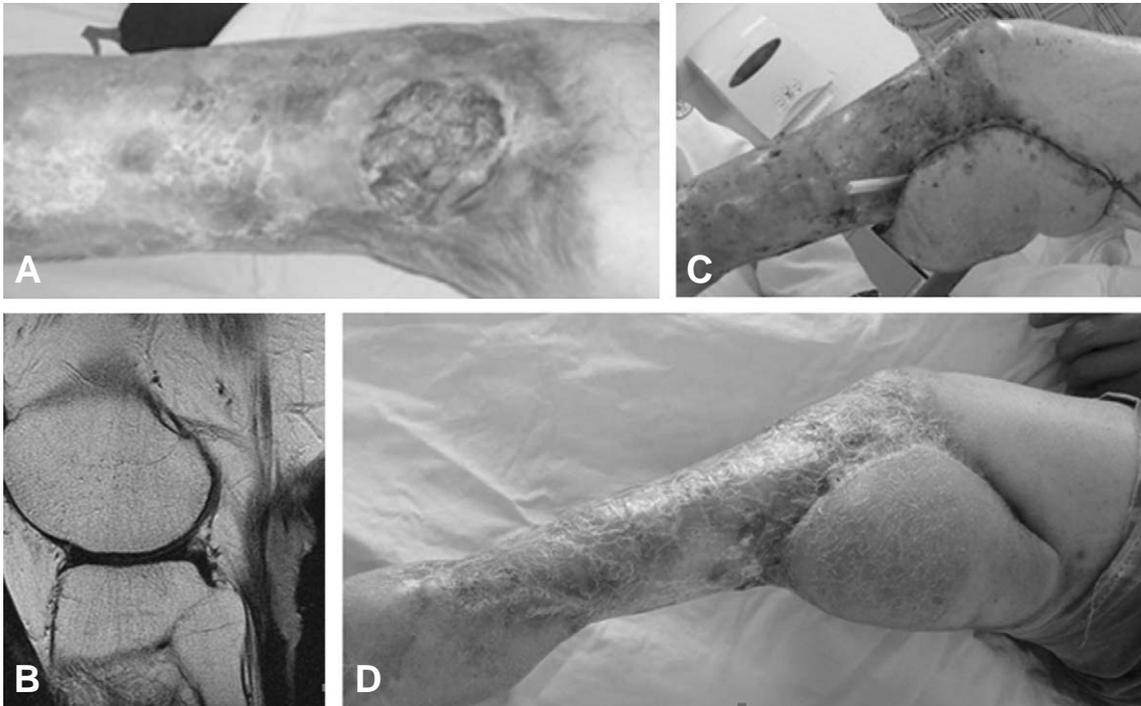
Initial clinical photographs of chronic ulcerative lesion on left popliteal area (A). In sagittal MRI, soft tissue mass involving fascia layer was noted (B). Wide excision and anterolateral thigh free flap was designed and performed (C). Clinical photograph of 1.5 year postoperative (D).
